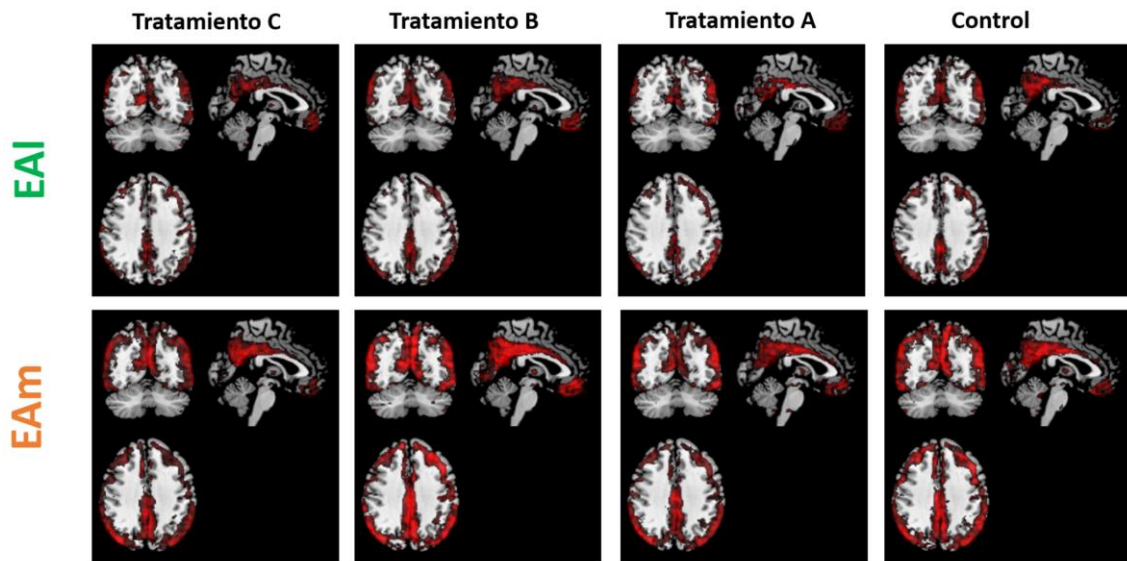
Comparación de pérdida metabólica entre el subgrupo de pacientes EAI (primera imagen) y el subgrupo de pacientes EAm (segunda imagen) entre M0 y M14 mostrado en una superposición de cortes axiales de la imagen paramétrica promedio de pérdida sobre una RM genérica para cada uno de los grupos de tratamiento en M0. Finalmente, la tercera imagen muestra la triangulación con la imagen paramétrica de defecto promedio superpuesta sobre una RM genérica para cada uno de los grupos de tratamiento en M0.
